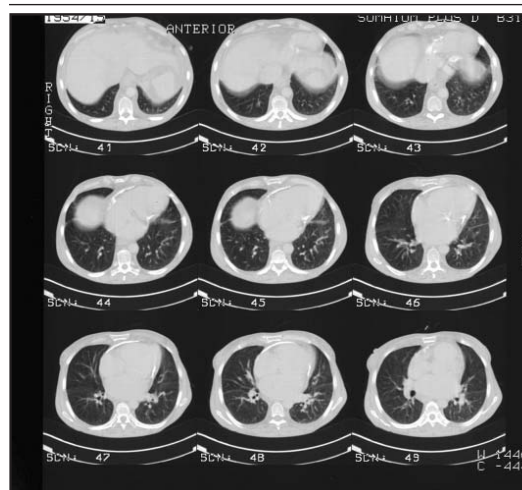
Tomografia computerizată
